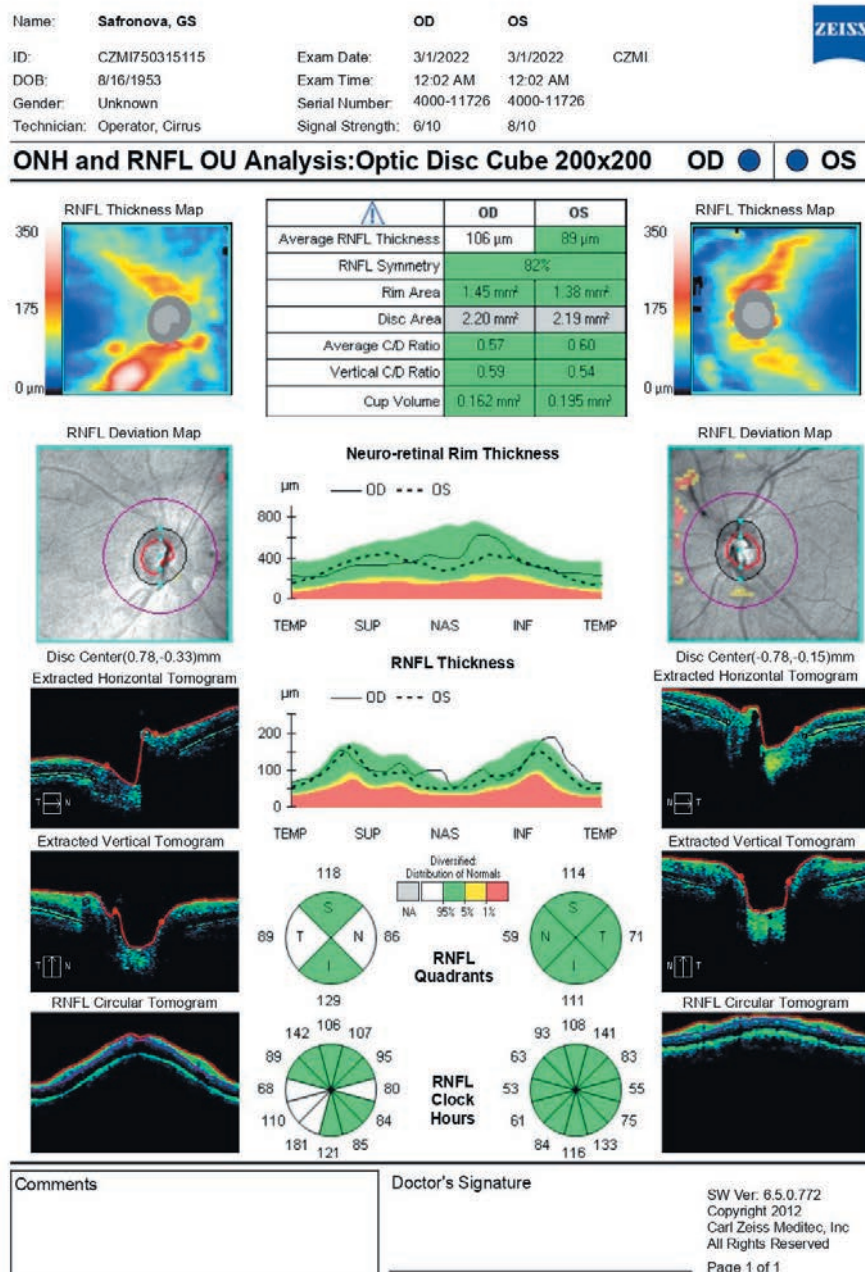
Оптическая когерентная томография зрительного нерва 25.02.2022 г.
